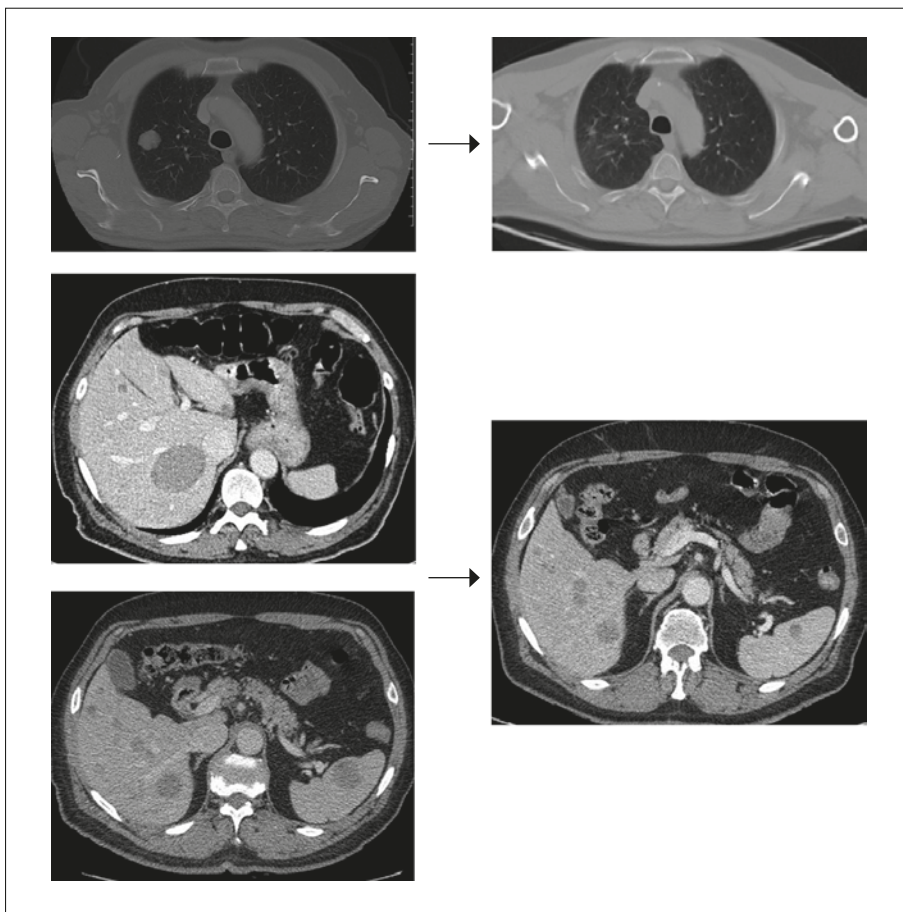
A sinistra, immagini TC delle localizzazioni secondarie a livello polmonare, epatico e splenico al basale; a destra, riscontro di risposta parziale di tutte le lesioni alla prima rivalutazione strumentale, eseguita a 12 settimane dall'inizio della terapia.
